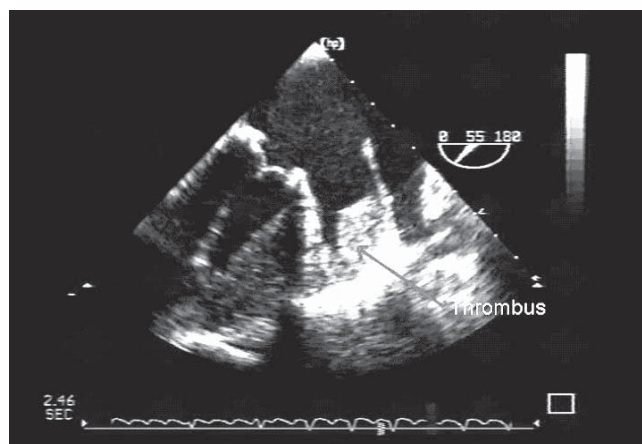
Большой тромб ушка левого предсердия при чреспищеводной эхокардиографии.
